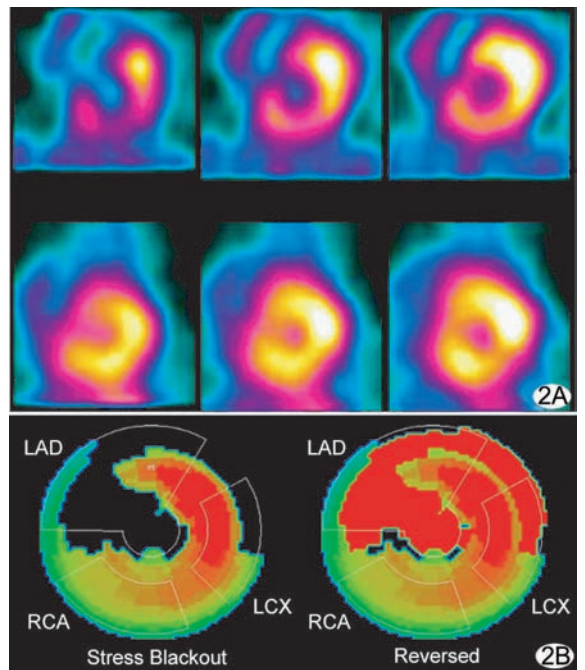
联合治疗组梗死早期和梗死晚期心肌显像 A. SPECT 显像,上排为心肌梗死早期显像结果,下排为心肌梗死晚期显像结果; B. 相应靶心图,左侧为心肌梗死早期靶心图,右侧为心肌梗死晚期靶心图。心尖部和前壁灌注缺损区缩小,且缩小程度大于单纯治疗组 (LAD:左前降支; RCA:右冠状动脉; LCX:左回旋支)
